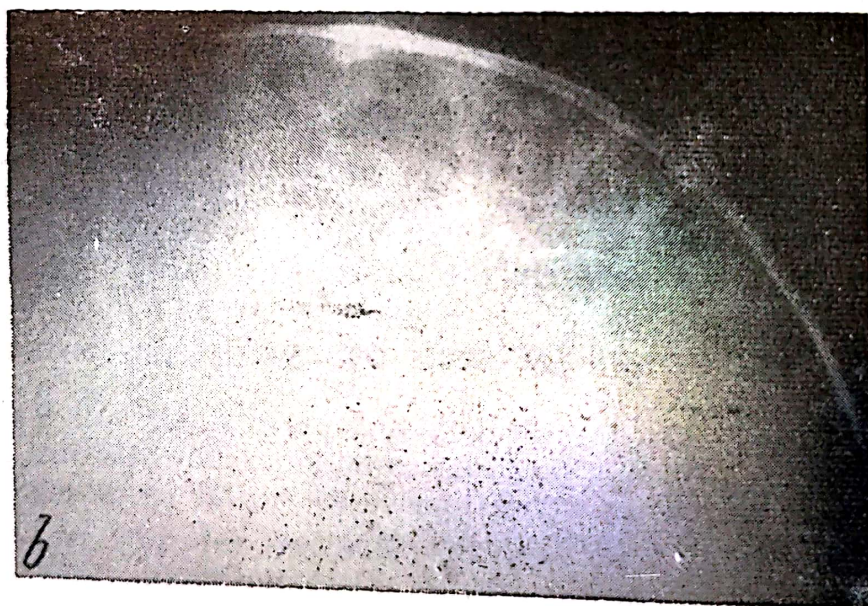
a — radiografie craniană simplă (poziție occiputsemi-axială); se constată o lacună craniană mediană — sinus pericranian; b — radiografie craniană simplă (poziție tangențială parietală): se constată imagini lacunare multiple cu aspect de rețea.
